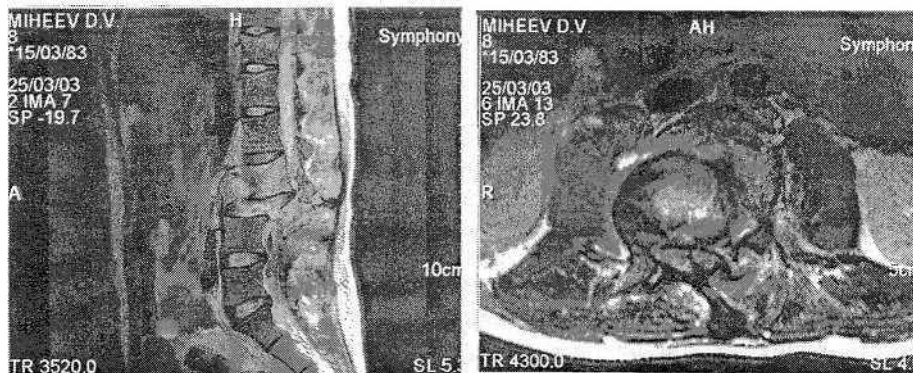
Магнитно-резонансная томография закрытого осложненного переломовывиха L1—L1n позвонков со сдавлением конуса спинного мозга. Реконструкция в сагиттальной (а) и горизонтальной (б) плоскостях
